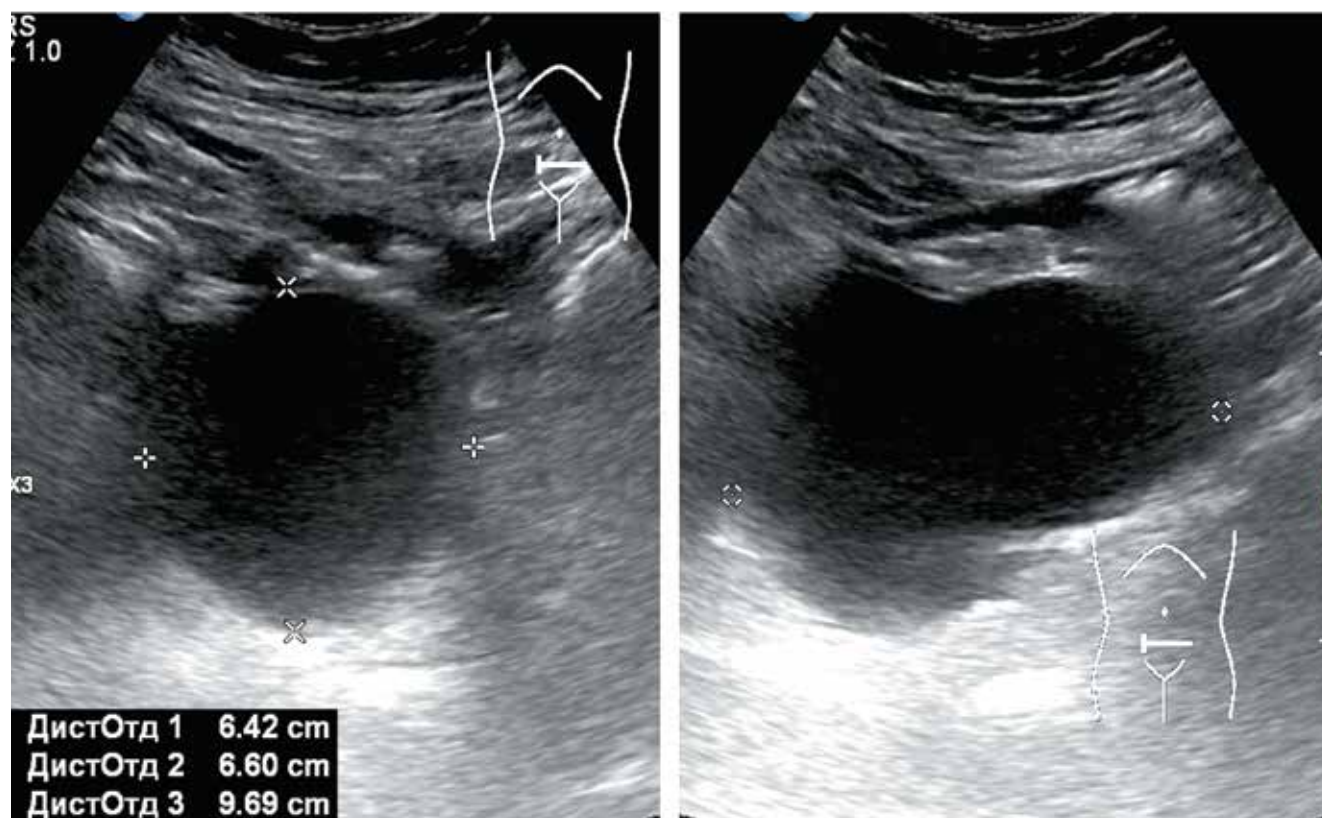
Ультразвуковая томограмма лимфатической кисты у пациентки после проведенной экстирпации матки с придатками и тазовой лимфаденэктомии
